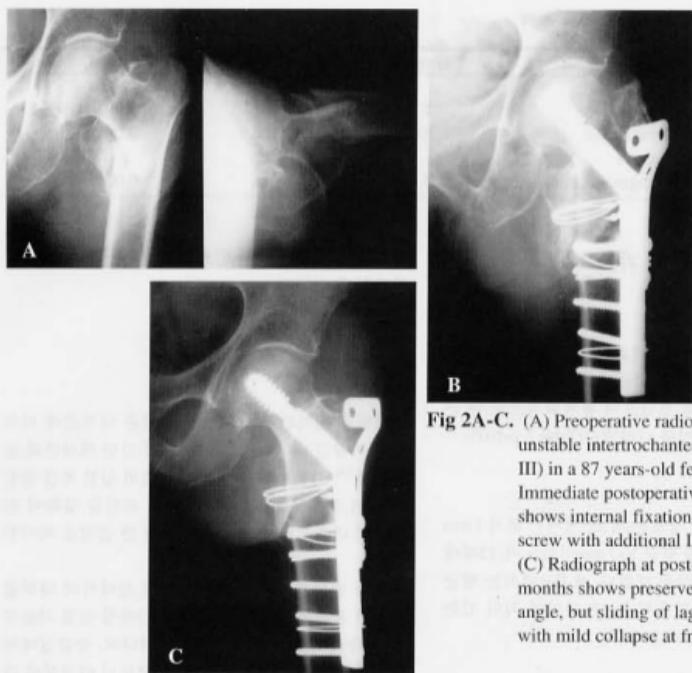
(A) Preoperative radiograph shows unstable intertrochanteric fracture (type III) in a 87 years-old female. (B) Immediate postoperative radiograph shows internal fixation with dynamic hip screw with additional L-plate and wires. (C) Radiograph at post-operative 7 months shows preserved neck-shaft angle, but sliding of lag screw of 5 mm with mild collapse at fracture site.
